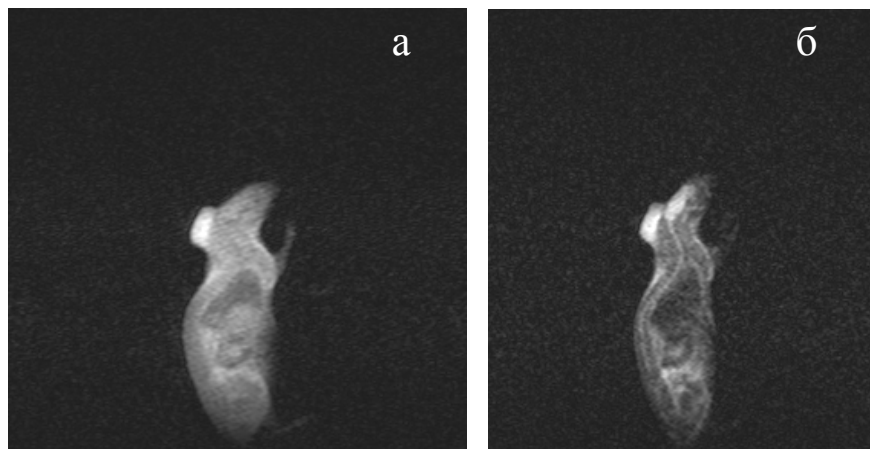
МРТ-изображения в динамике.
